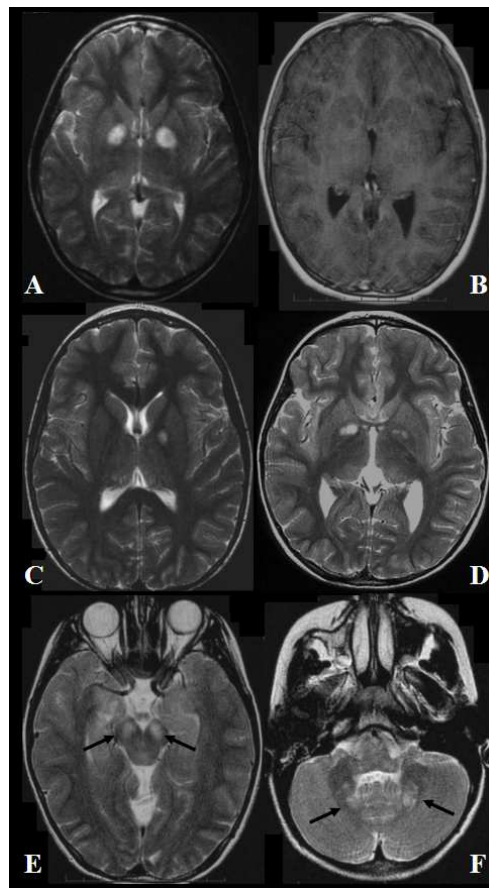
Visualisation des OBNI par IRM cérébrale
